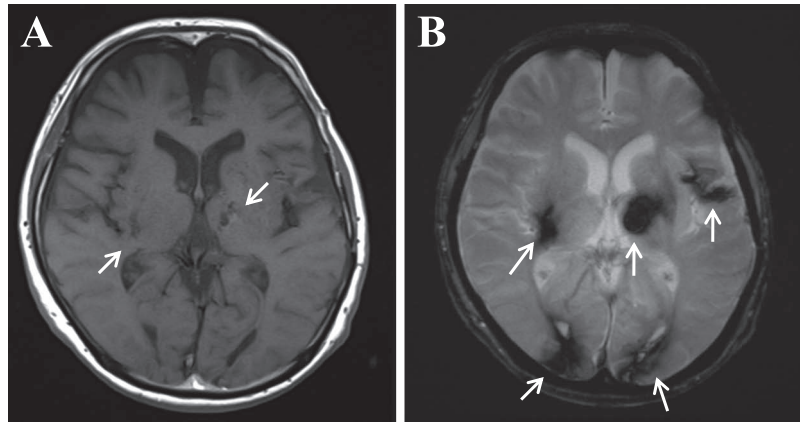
Brain MRI of Case 2.
